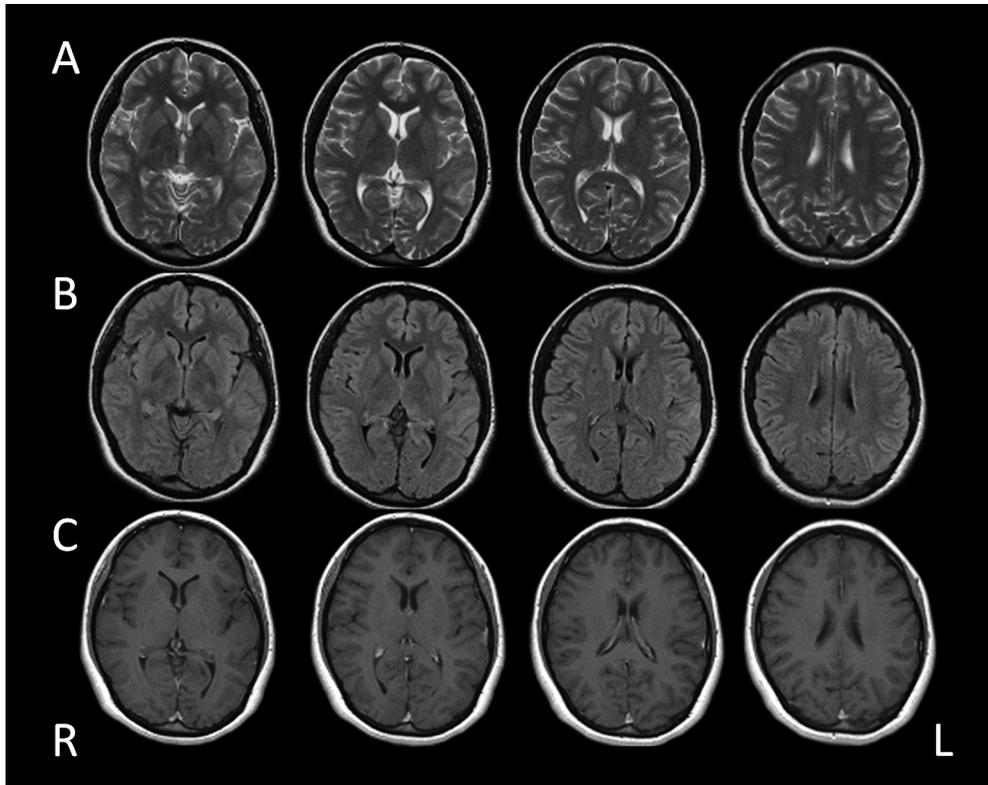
Brain MRI findings after 14 days treatment with benzylpenicillin-potassium.
